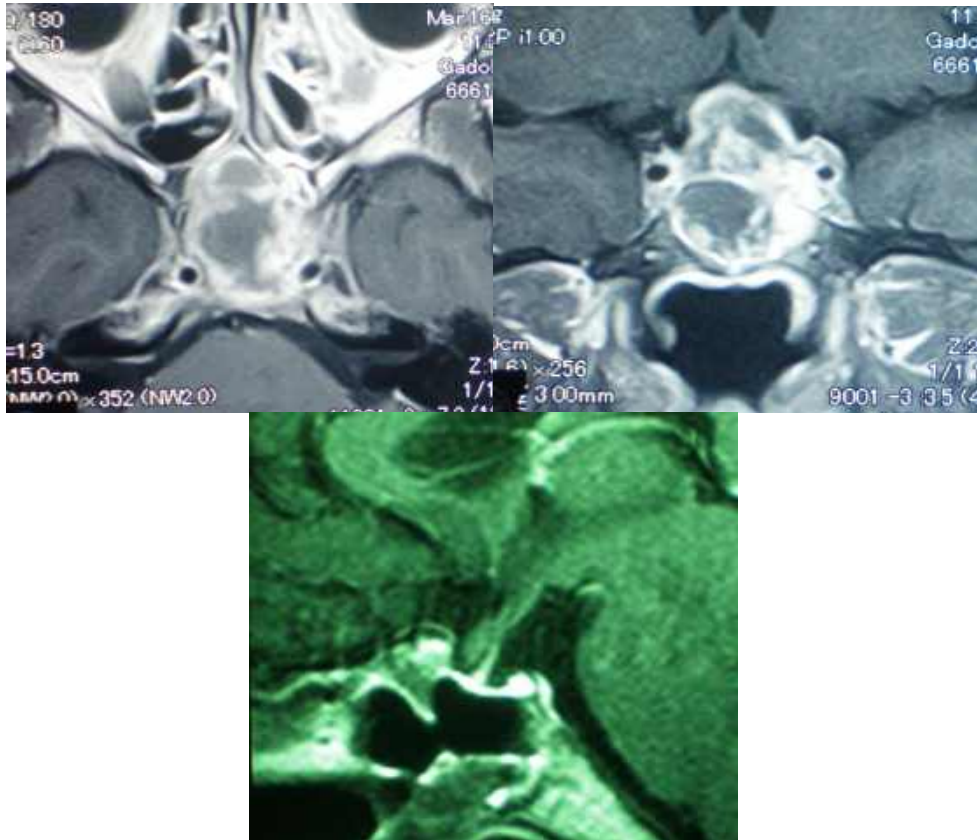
Спостереження №68. Хворий В-ий, 62 роки, історія хвороби №115883. МРТ з контрастуванням до та після (2-а доба) тотального видалення ГНАГ трансфеноїдальним доступом.
